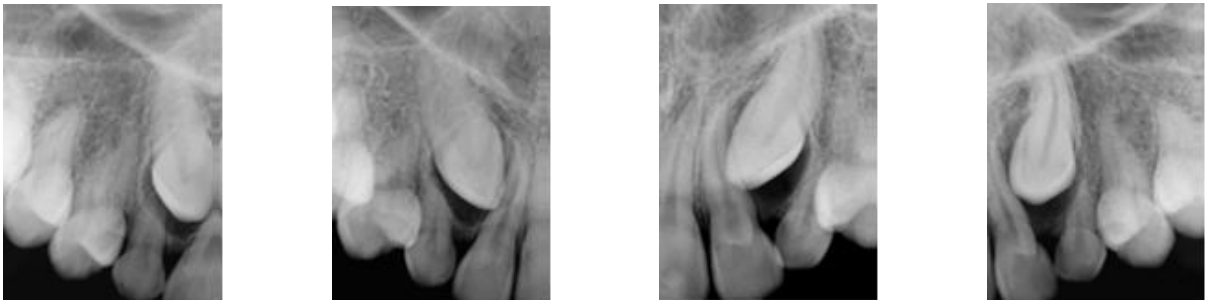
Radiografias periapicais da Técnica de Clark para a localização de caninos impactados. Fonte: Almeida et al. 2001.
